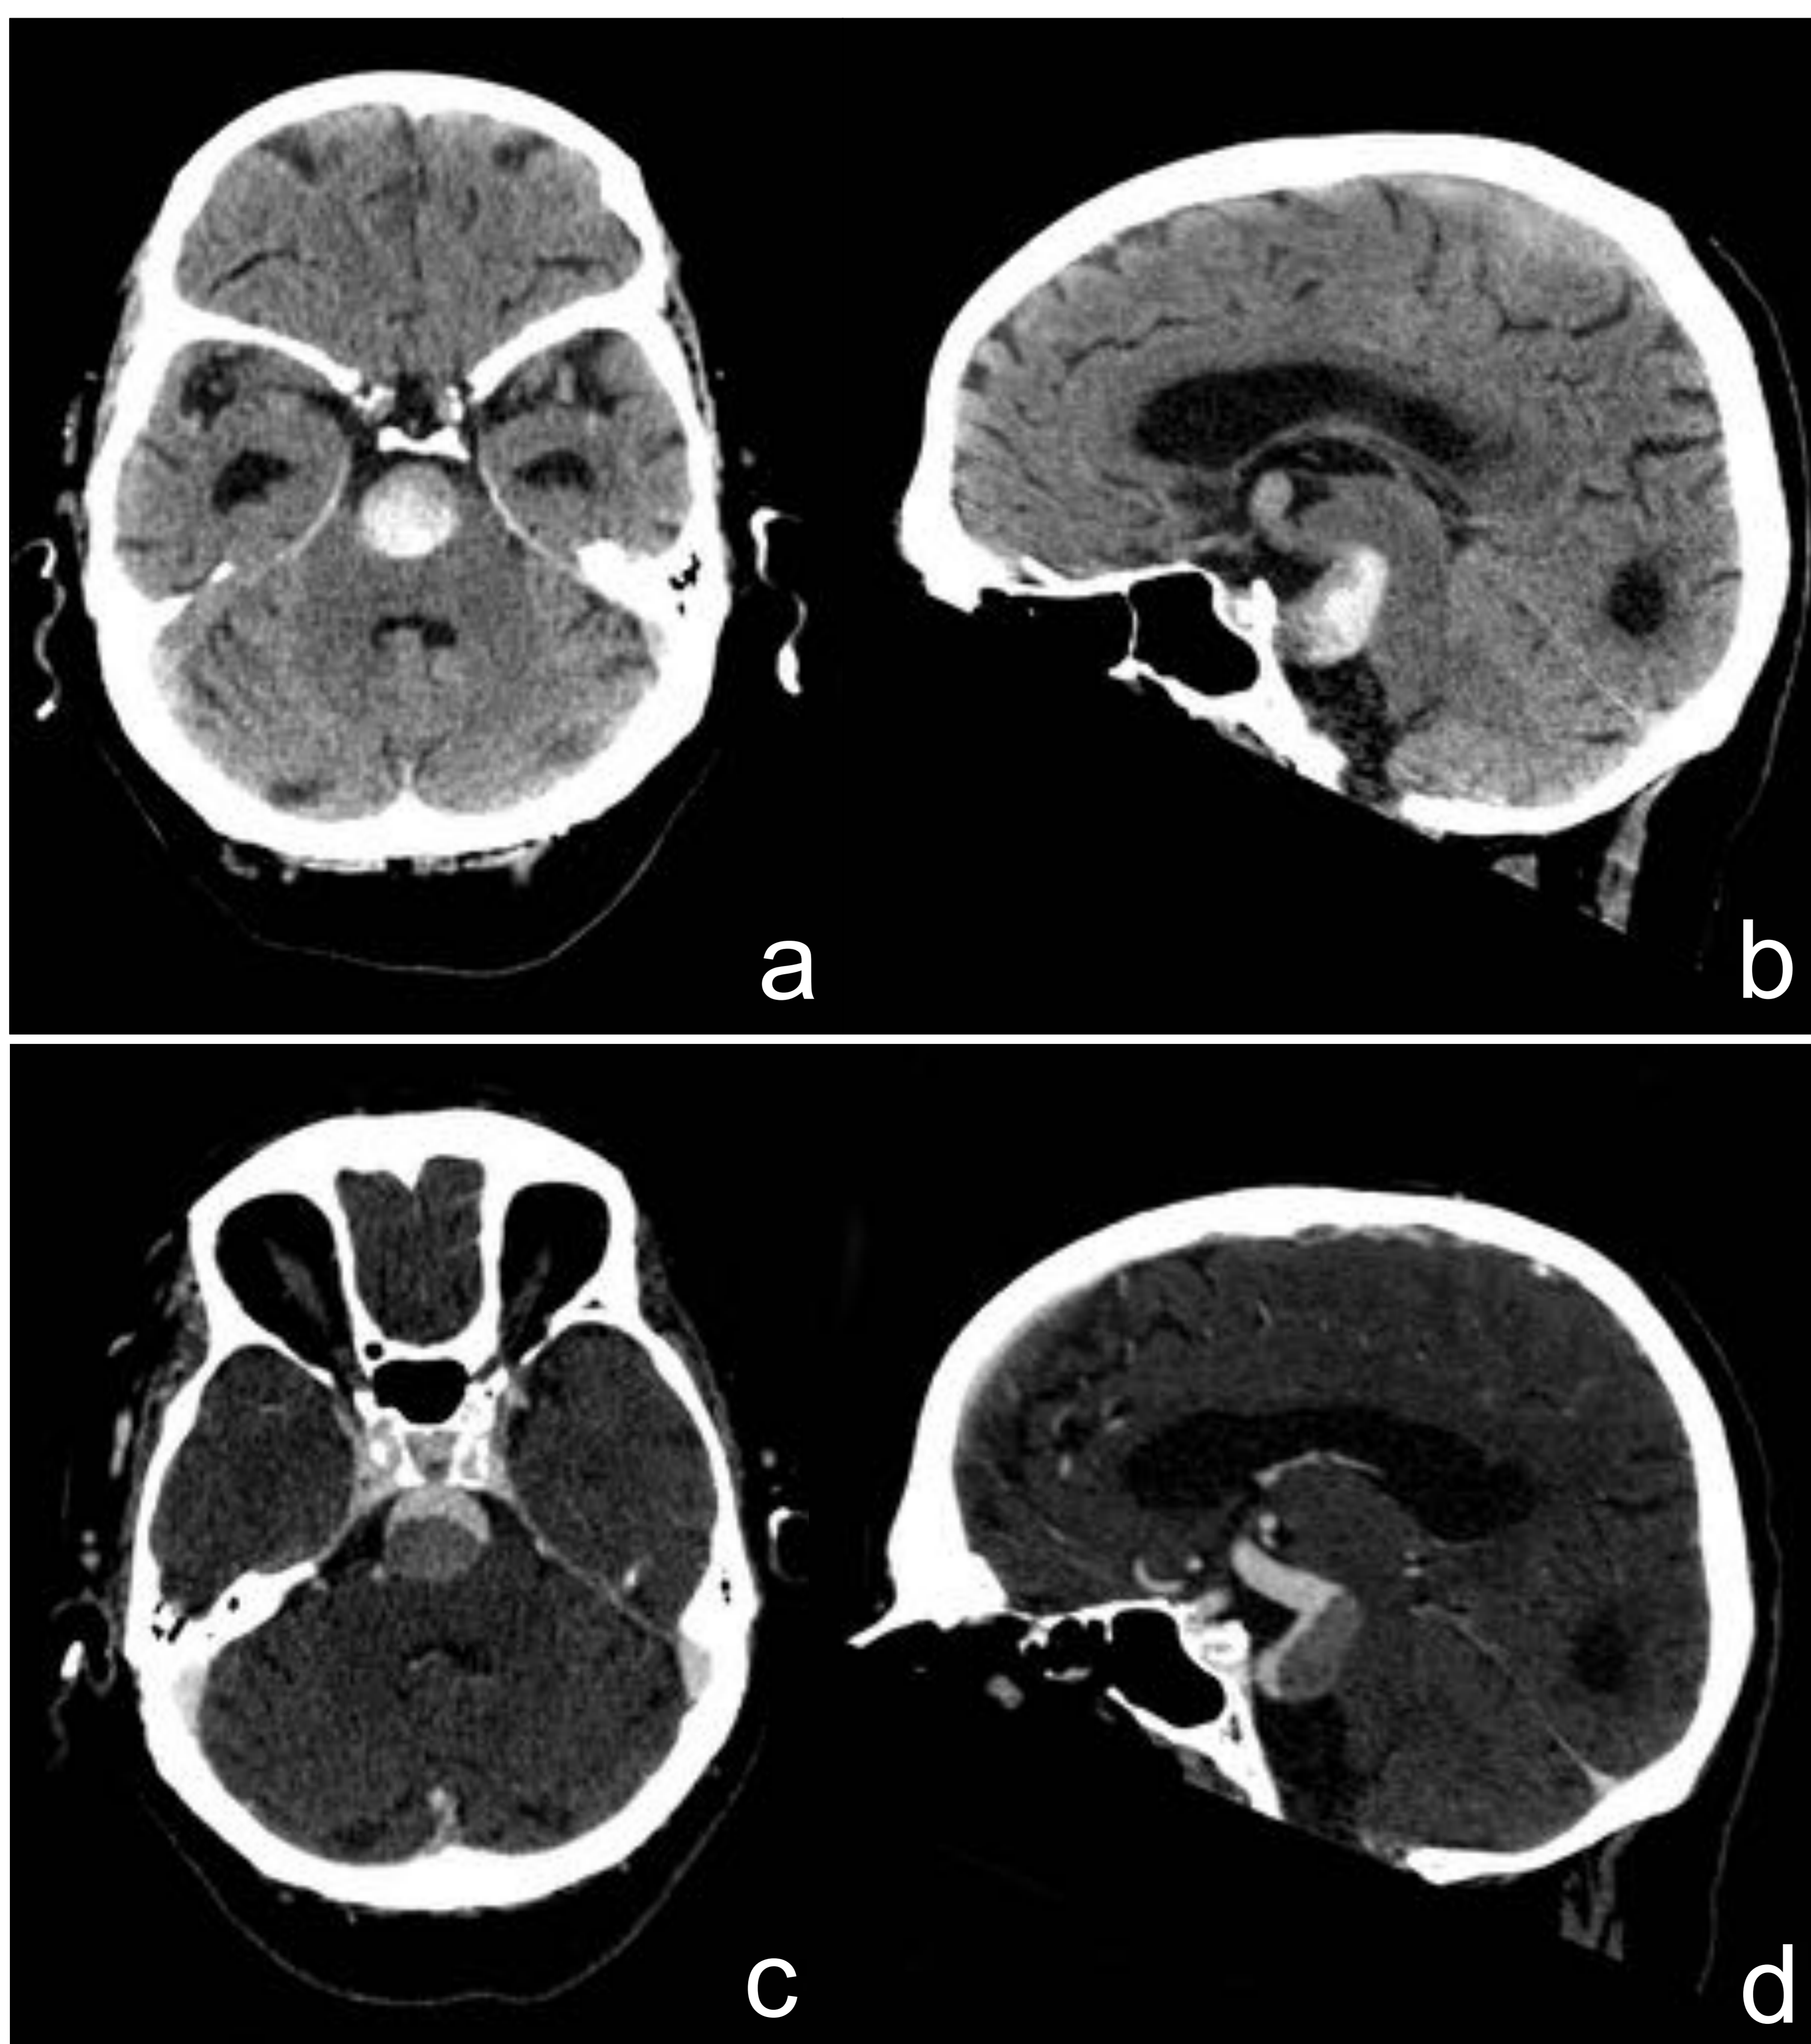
Paciente de 83 años derivado por paresia de MII y desviación de la marcha. Se realiza TC de cráneo s/c i.v (a, b). Arteria basilar dólicoectásica y aneurismática de 22 mm de diámetro que asocia hiperdensidad periférica intraluminal en el estudio sin contraste i.v.. Tras la administración de contraste (c, d) se confirma la presencia de trombo intramural que se extiende desde el inicio de la basilar hasta su bifurcación.
